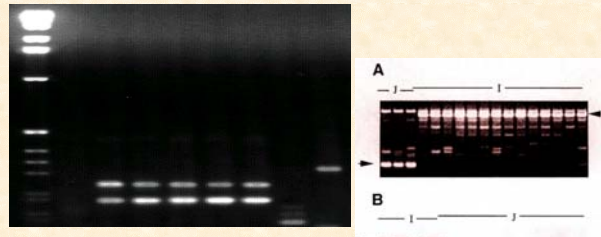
Subspecies-specific alleles by QPW42 (A) and CT206 (B). *E. japonensis*, *E. indica*; arrows, subspecies-specific bands.
